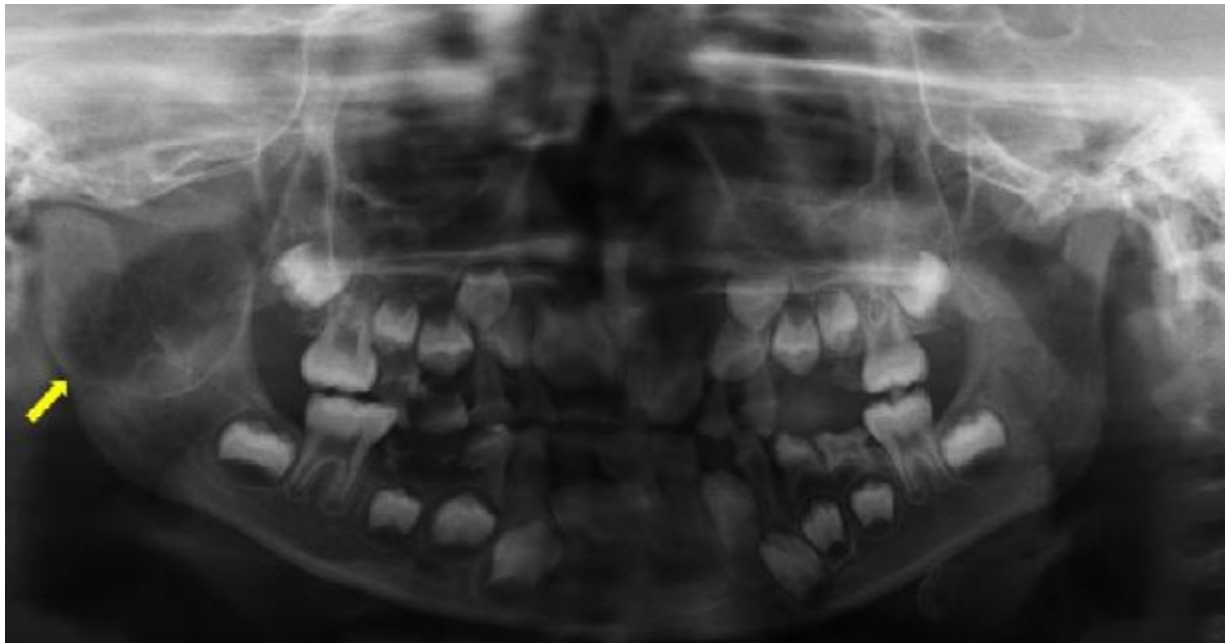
Panoramic radiograph showing a large, well-defined radiolucency surrounded by a sclerotic border in the right condyle extending to the coronoid process.
